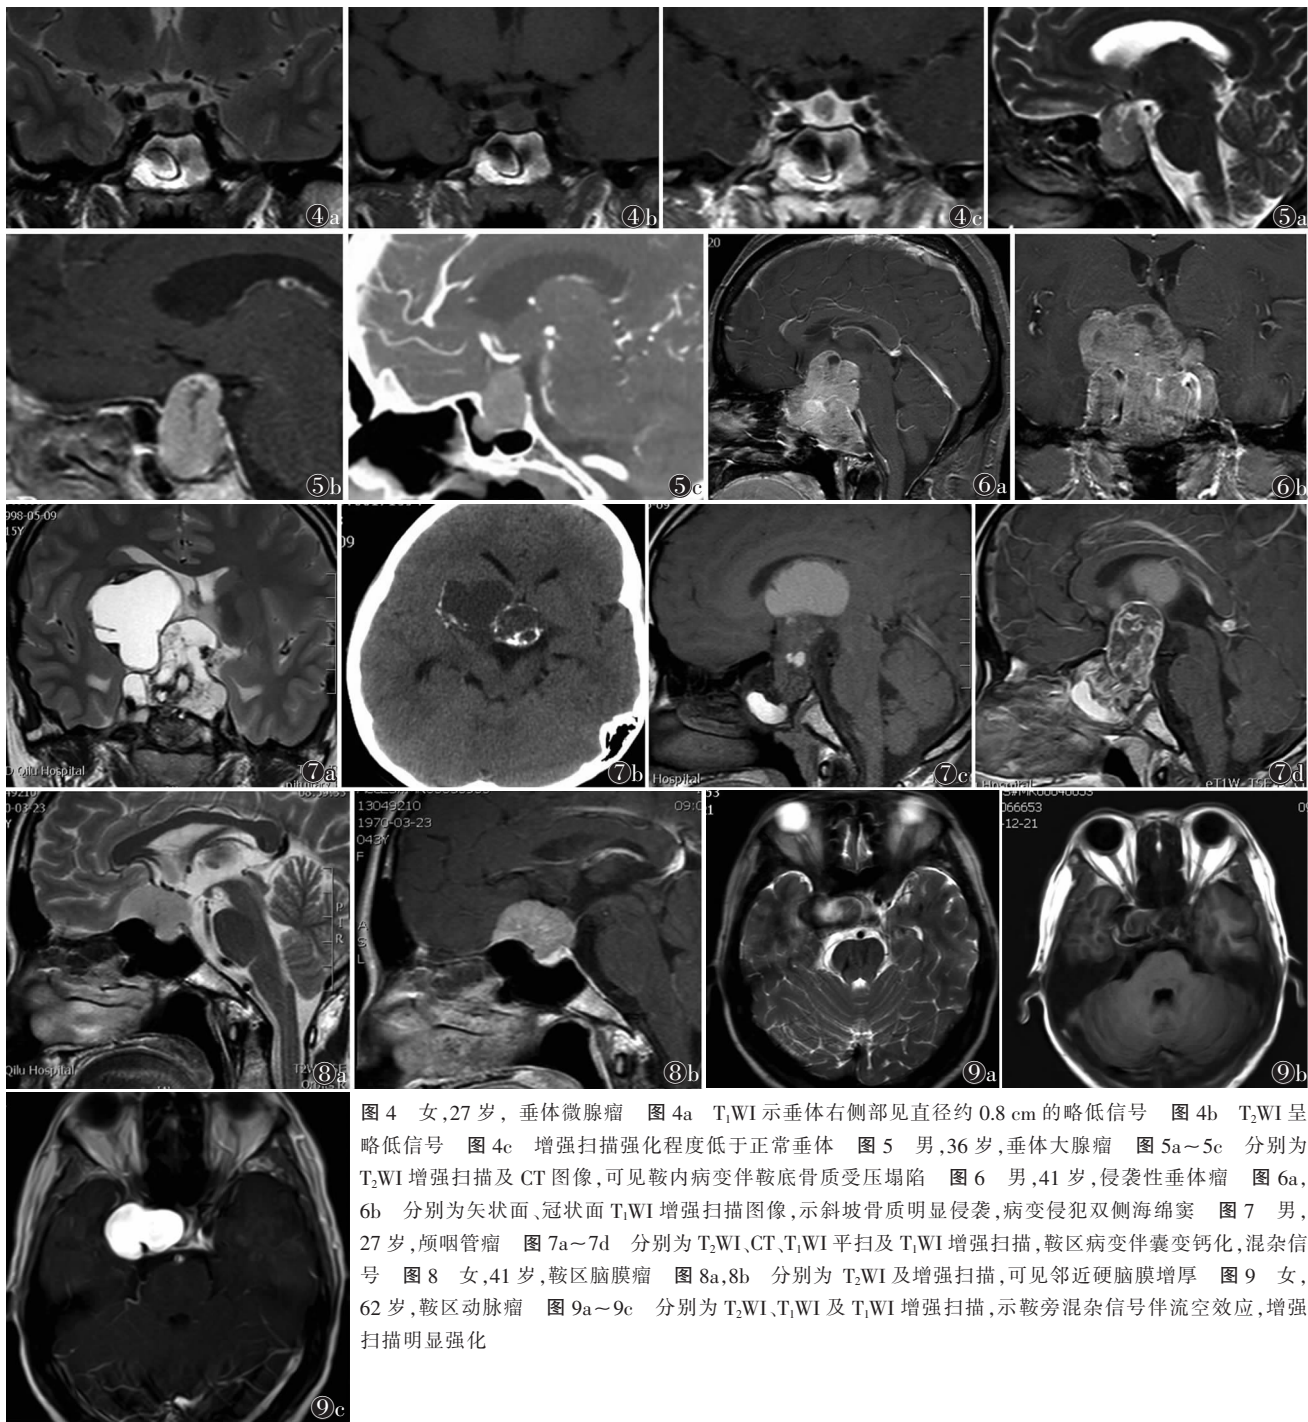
女,27 岁,垂体微腺瘤 图 4a T₁WI 示垂体右侧部见直径约 0.8 cm 的略低信号 图 4b T₂WI 呈略低信号 图 4c 增强扫描强化程度低于正常垂体 图 5 男,36 岁,垂体大腺瘤 图 5a~5c 分别为 T₂WI 增强扫描及 CT 图像,可见鞍内病变伴鞍底骨质受压塌陷 图 6 男,41 岁,侵袭性垂体瘤 图 6a,6b 分别为矢状面、冠状面 T₁WI 增强扫描图像,示斜坡骨质明显侵袭,病变侵犯双侧海绵窦 图 7 男,27 岁,颅咽管瘤 图 7a~7d 分别为 T₂WI、CT、T₁WI 平扫及 T₁WI 增强扫描,鞍区病变伴囊变钙化,混杂信号 图 8 女,41 岁,鞍区脑膜瘤 图 8a,8b 分别为 T₂WI 及增强扫描,可见邻近硬脑膜增厚 图 9 女,62 岁,鞍区动脉瘤 图 9a~9c 分别为 T₂WI、T₁WI 及 T₁WI 增强扫描,示鞍旁混杂信号伴流空效应,增强扫描明显强化
